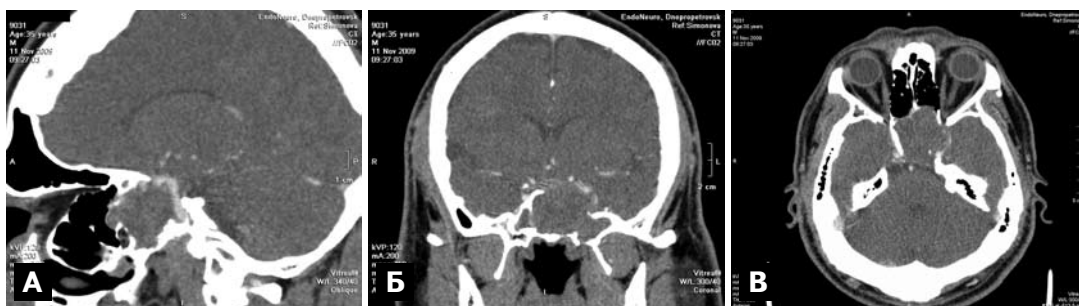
СКТ-ангиография. Хордома. Локализованная в области турецкого седла. А — сагиттальная проекция. Визуализируется аномалия развития лобной пазухи. Опухоль интраинфраселлярной локализации. Деструкция передней стенки основной пазухи. Б — фронтальная проекция. Определяется инвазия опухоли в левый пещеристый синус. В — аксиальная проекция. Определяется вовлечение в опухоль процесс левой ВСА. Деструкция верхних отделов ската. Поперечный срез правой ВСА и базилярной артерии.
